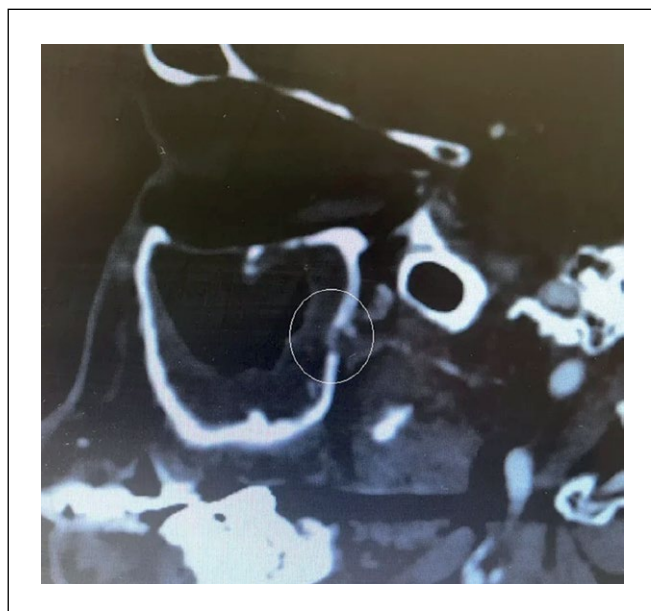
КТ околоносовых пазух от 30.03.2016. Сагиттальный срез. Яркий костный дефект задней стенки верхнечелюстной артерии.
